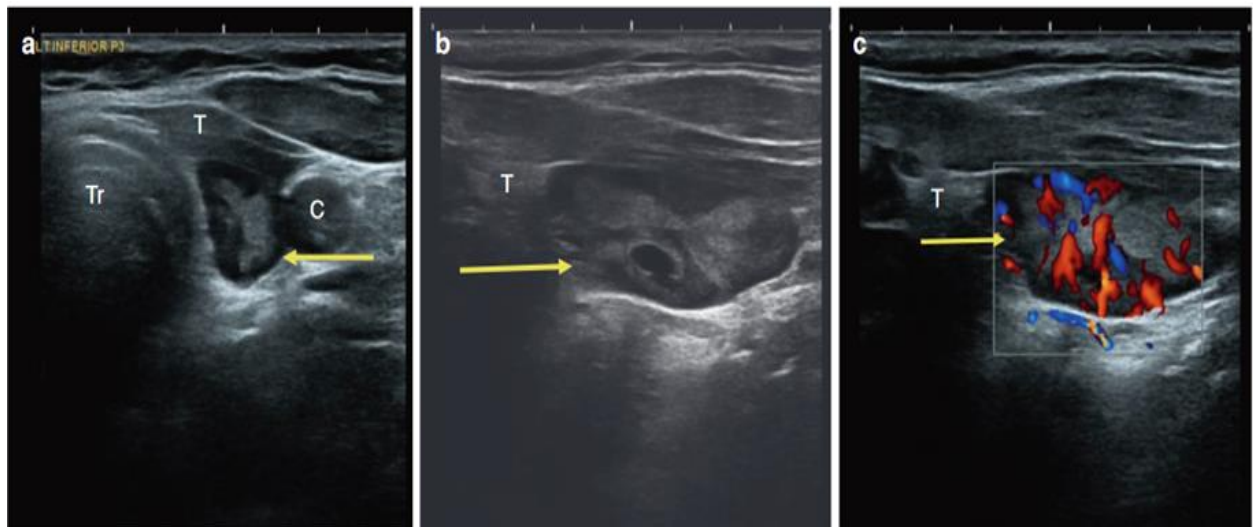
(a-c) Echographie parathyroïdienne montrant un adénome parathyroïdien inférieur gauche (flèche), vu comme une masse solide et hypoéchogène située au pôle inférieur du lobe thyroïdien gauche (T). (a) vue transversale ; (b) vue longitudinale ; (c) l'étude Doppler (vue longitudinale) montre un adénome parathyroïdien inférieur gauche hypervascularisé (flèche). [56]
